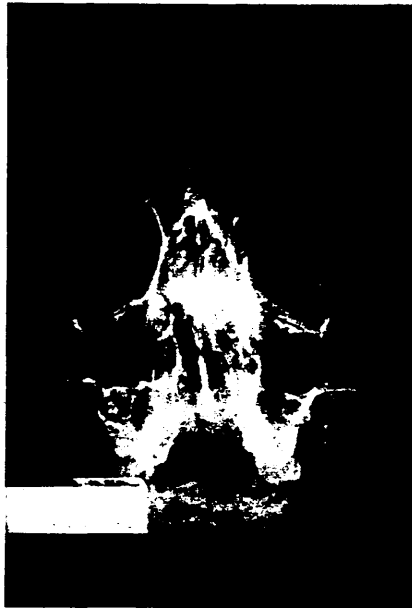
Radiografía simple en proyección de Waters. Fractura Lefort I y II.
